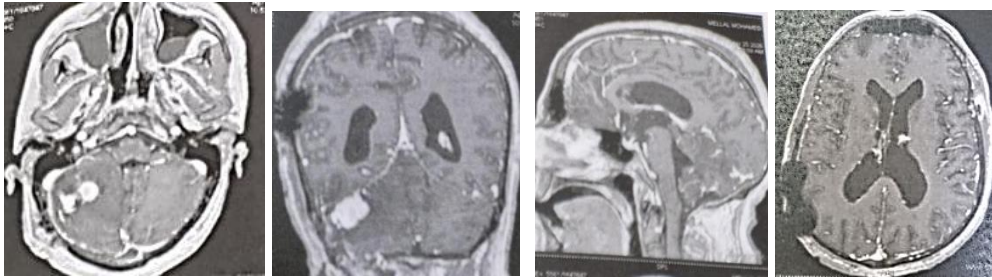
IRM cérébrale postopératoire de contrôle après ventriculocisternostomie et exérèse d'un hémangioblastome cérébelleux droit
